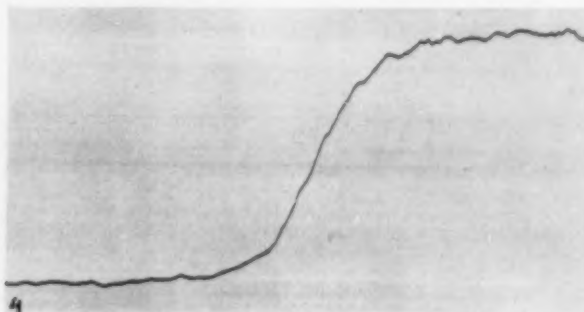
Mikrophotometerkurve des Unschärfeverlaufes auf Röntgenfilm.
